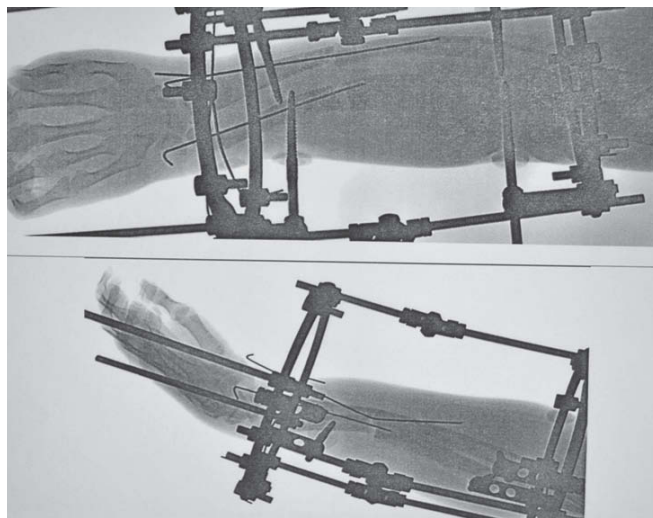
Рентгенограммы правой верхней конечности до операции — варусная деформация костей предплечья
